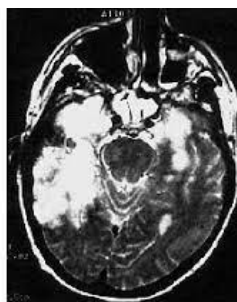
Рентген мозку, ураженого герпетичною інфекцією
